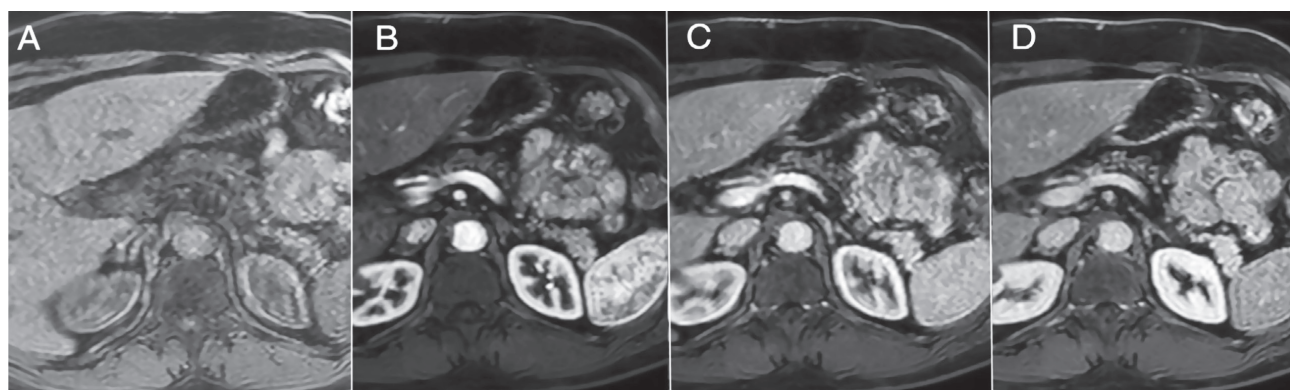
Ранние изменения при хроническом панкреатите по данным магнитно-резонансной томографии. (А) Изображение, полученное в режиме T1 с подавлением сигнала от жировой ткани, демонстрирующее снижение интенсивности сигнала от поджелудочной железы. (В) В позднюю артериальную фазу наблюдаются снижение и неоднородность контрастного усиления. (С) и (D) Прогрессирующее контрастное усиление в портальную и равновесную фазы
